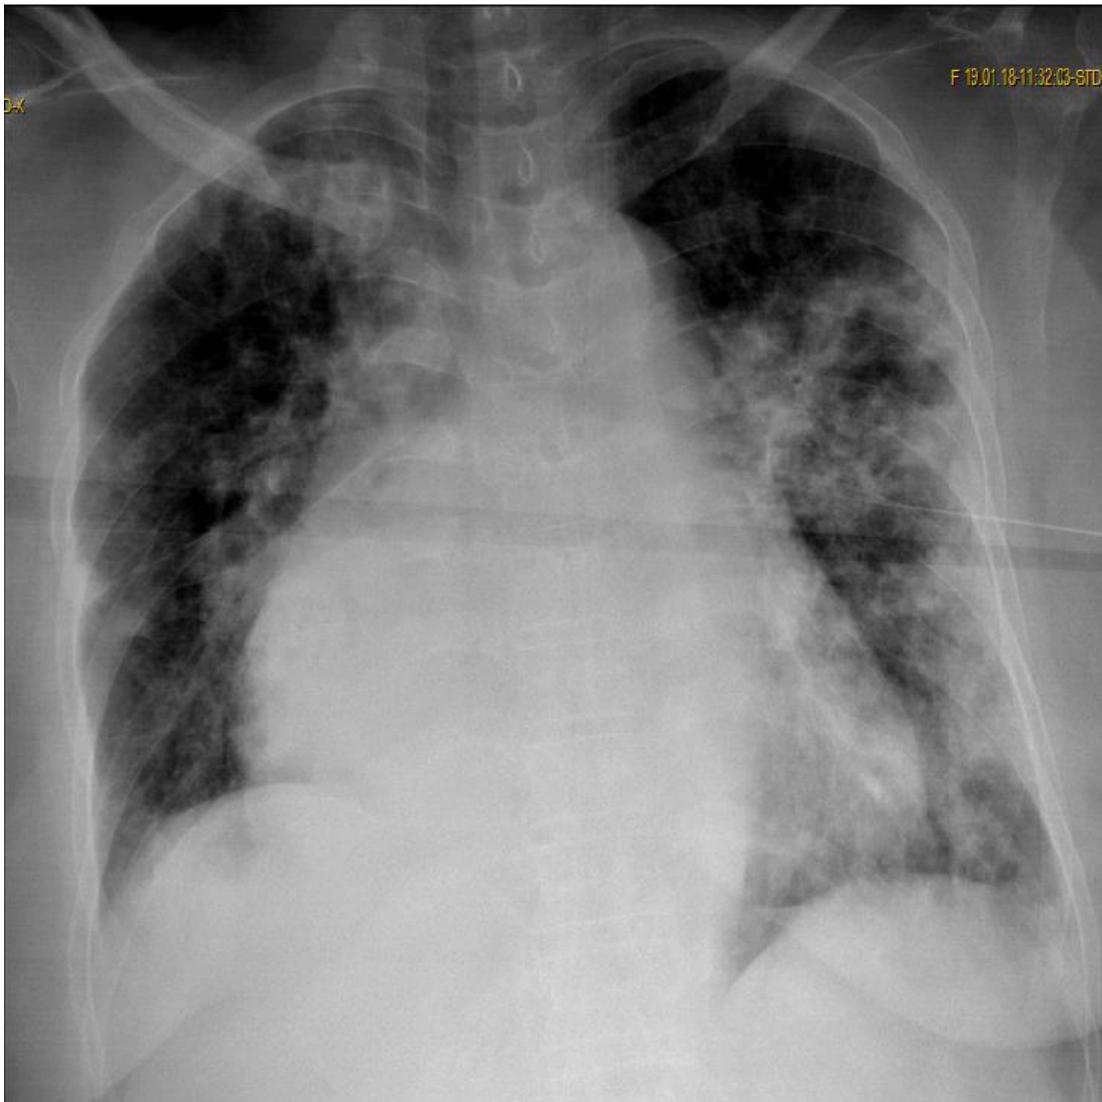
Image radiographique du thorax réalisée en position debout : montrant un aspect de SDRA radiologique avec présence des infiltrats alvéolaires bilatérales et cardiomégalie.
